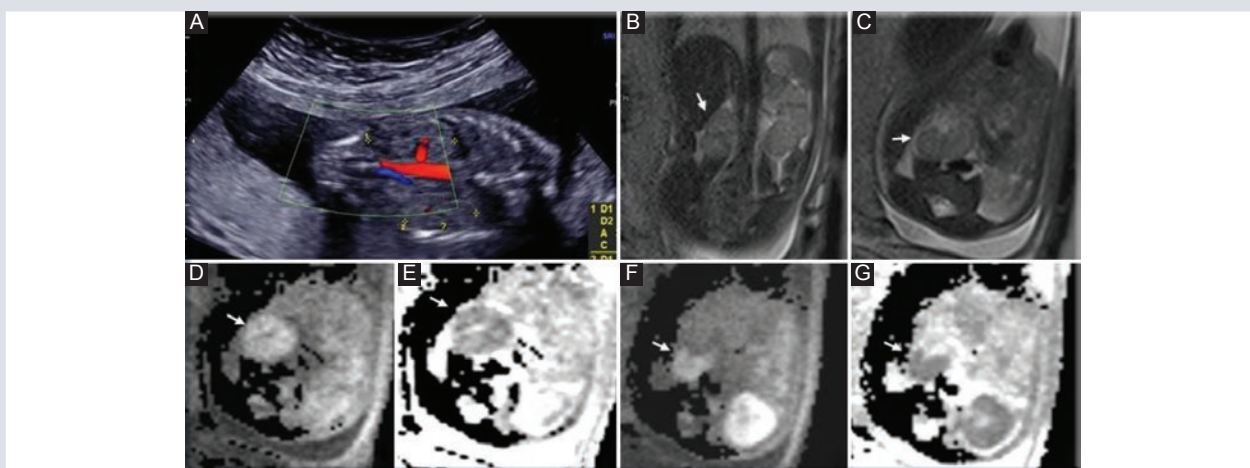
Paciente de 27 años de edad. A: en el ultrasonido realizado a las 19 SDG no se observa la arteria renal derecha ni el riñón ipsolateral. B-D: imágenes de la RM realizada a las 27 SDG. B-C: se identifica en las imágenes T2 el riñón derecho rotado, con el hilio hacia delante. D-G: las imágenes de difusión confirman que la imagen corresponde a tejido renal con restricción a la difusión (flechas blancas).
